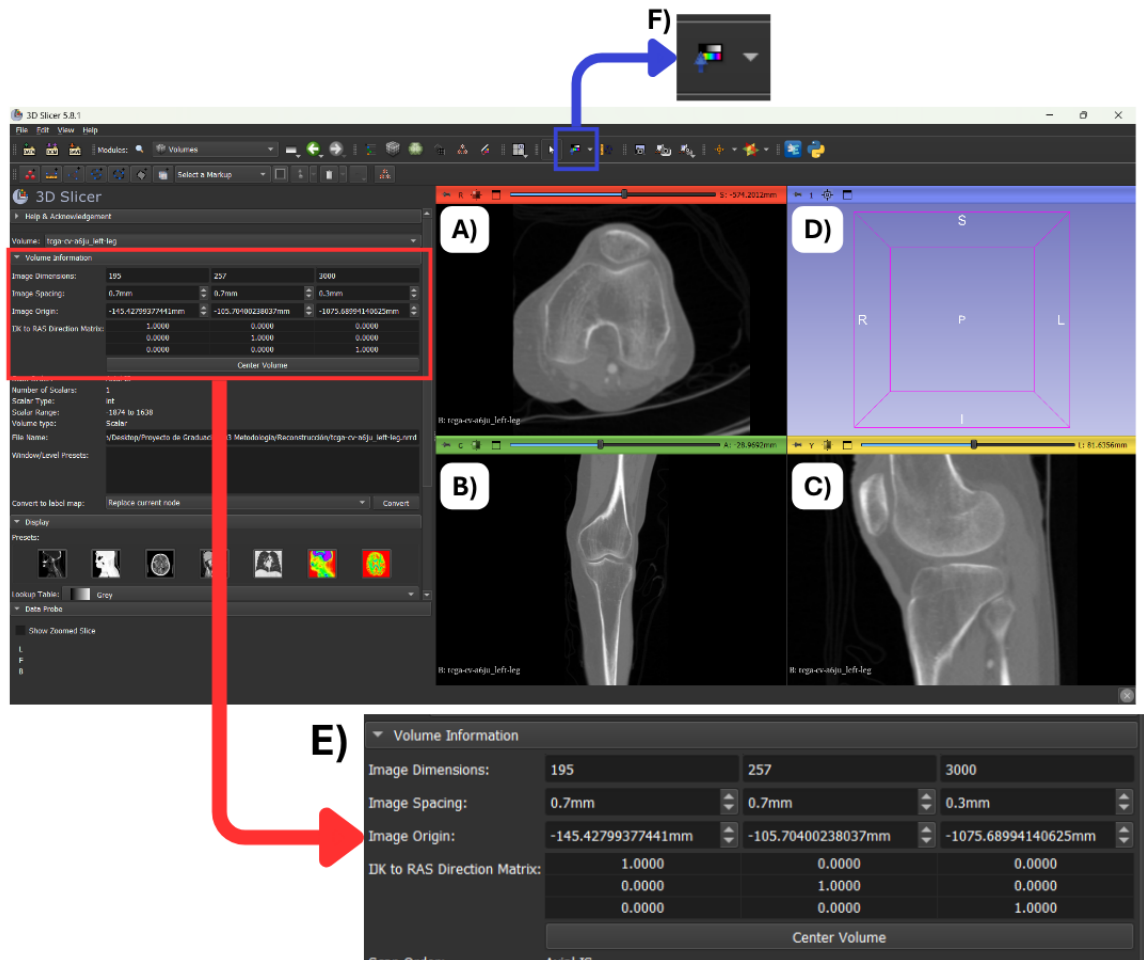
Tomografía computarizada importada en espacio de trabajo en 3D Slicer con vista en plano transversal (A), coronal (B), sagital (C), espacio de visualización 3D (D), definición de parámetros de volúmenes (E) y uso de herramienta *window/level* para ajuste de contraste (F)
